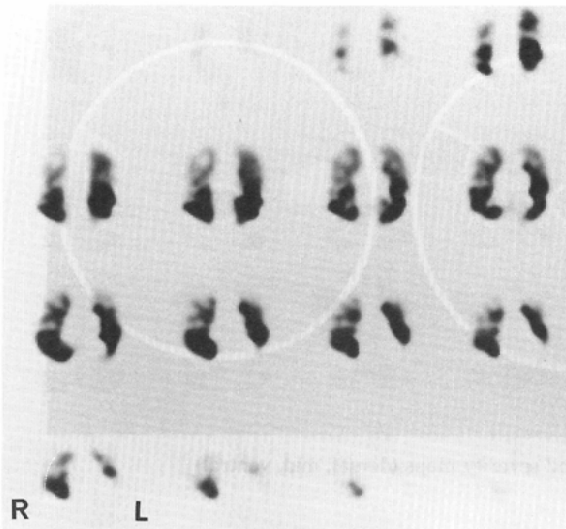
SPECT (coronal images) lung perfusion images
